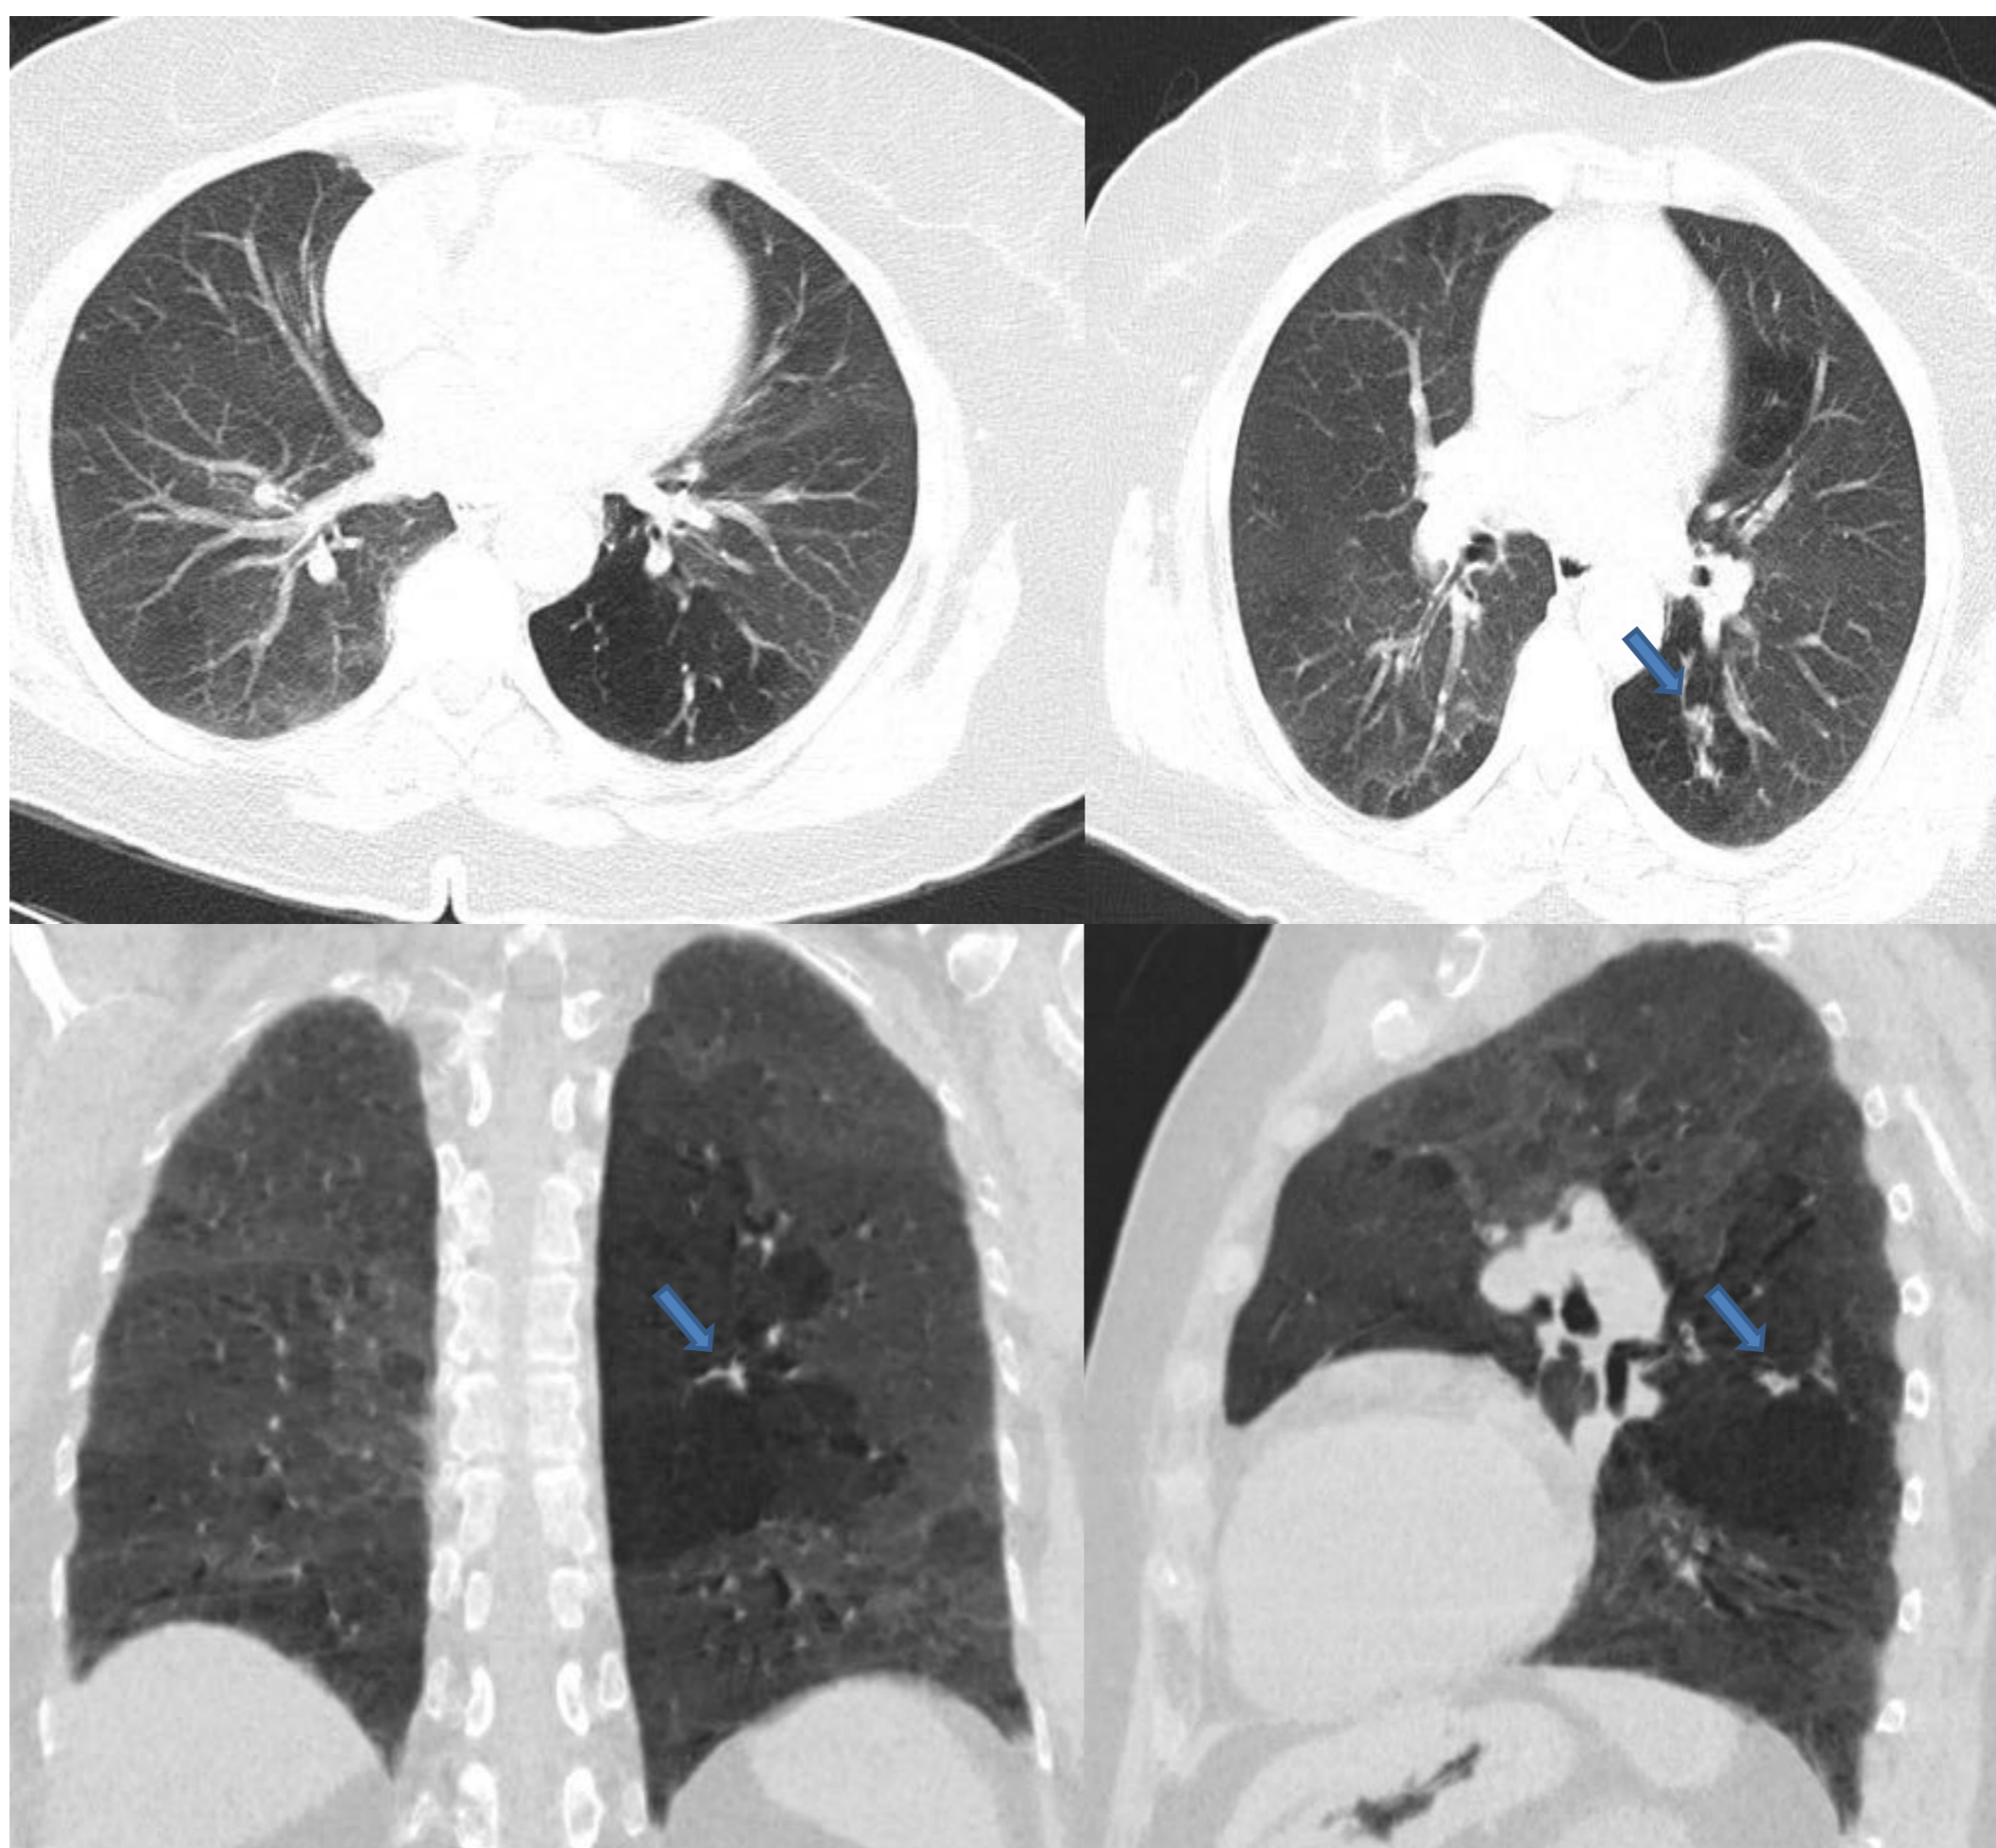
TC torácico, cortes axiales y reconstrucciones MinIP coronal y sagital que muestra atrapamiento aéreo en segmento superior de LII debido a tapón mucoso (flecha).
